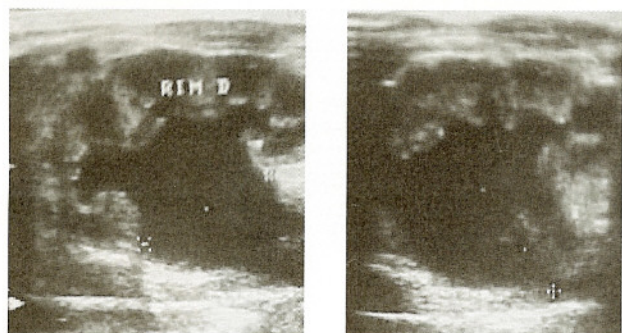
Ultra-sonografia na 34ª semana de gestação. Dilatação pielocalicial bilateral.
